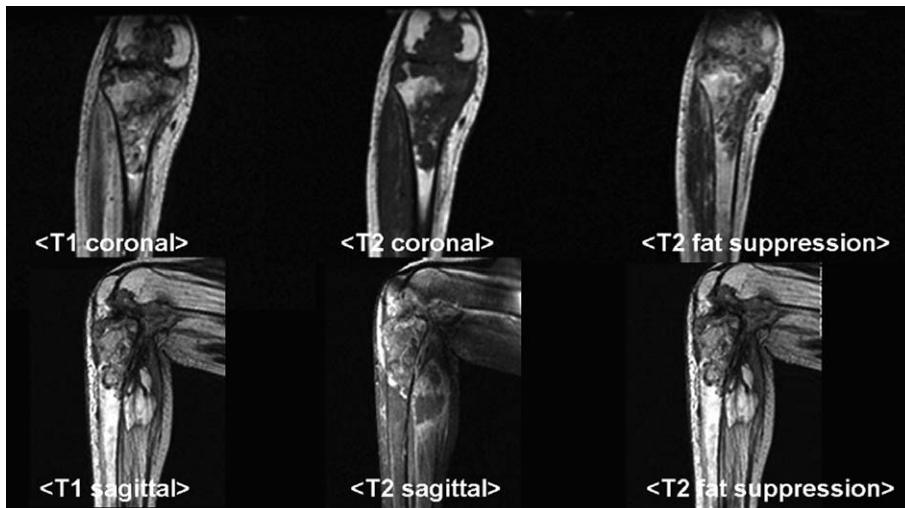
Magnetic resonance imaging shows destructive lesion in femoral condyle and proximal tibial metaphysis on T1WI. The lesion involves distal femoral metaphysis on axial image, and ill-defined mass opacity on soft tissue around the destructive lesion and hemorrhage in the mass that shows high signal intensity on T1WI. Gadolinium enhance fat suppression image shows hemorrhage and necrosis in the mass.
